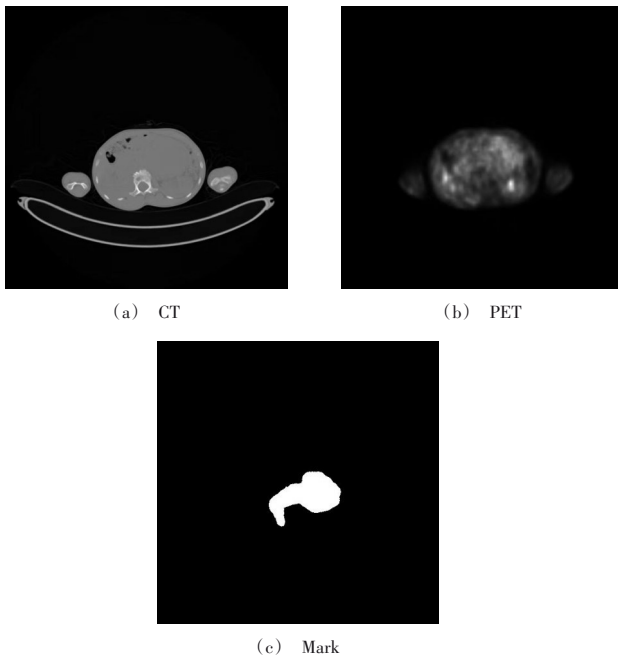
PET-CT images of neuroblastoma
